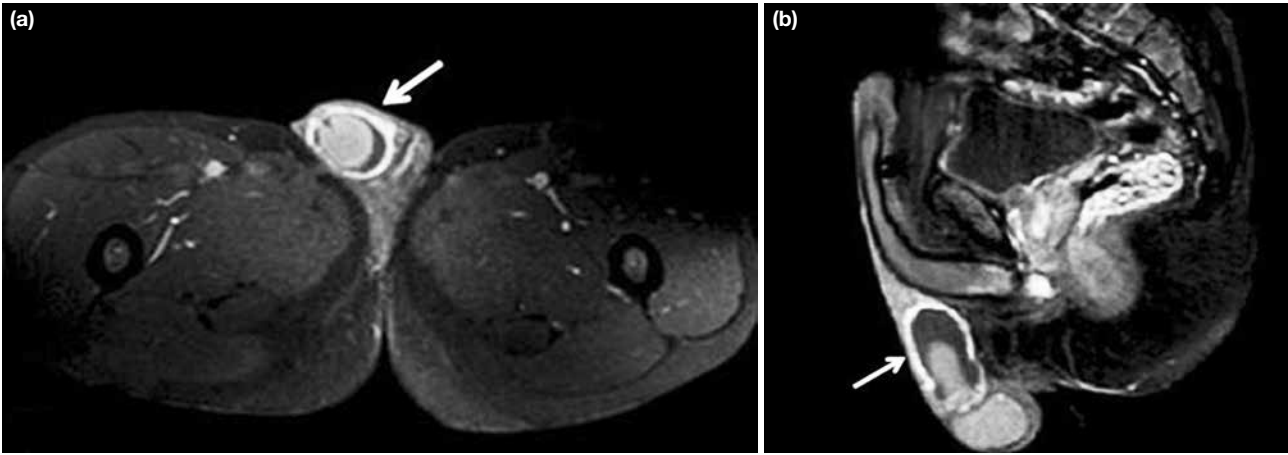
a, b. Contrast-enhanced axial T1-weighted MR image with fat-suppression showed intensive enhancement and irregular thickening of the right tunica vaginalis (a, arrow). Sagittal plane of contrast-enhanced T1-weighted image with fat-suppression showed heterogeneous enhancement of the tunica vaginalis testis (b, arrow) and accompanying hydrocele.
